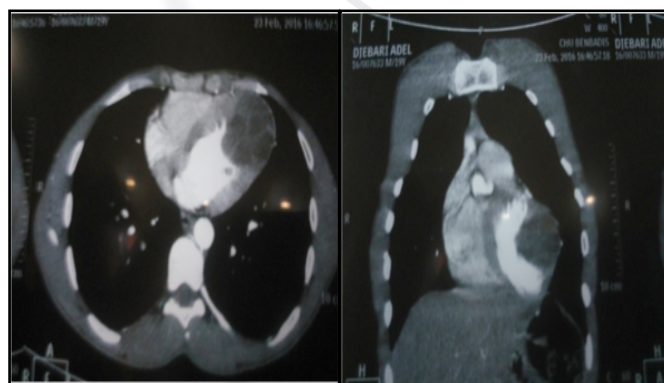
TDM thoracique (coupe transversale et frontale).
